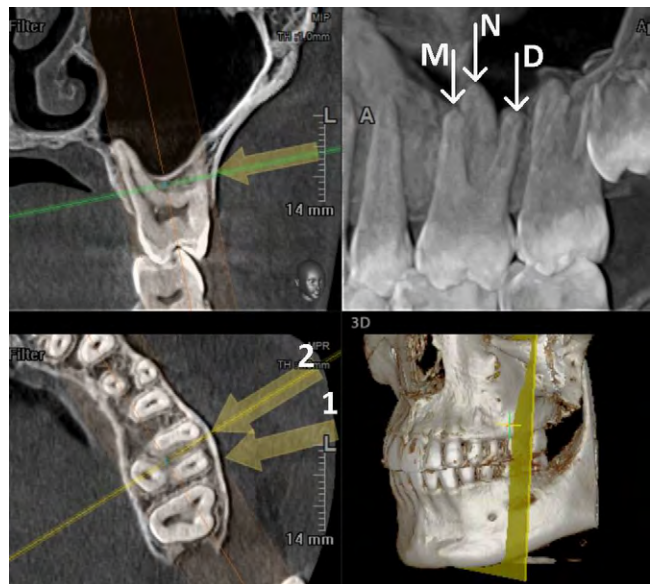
Мультипланарная реформация КЛКТ, прицельная визуализация зуба 2.6, тот же вид (см. рис. 9). При смещении направления рентгеновского луча мезиально — стрелка 2 на аксиальном реформате — будет получено раздельное изображение верхушек каждого корня зуба 2.6, но область фуркации перекроется тенью нёбного корня, что и представлено в сагиттальном окне
